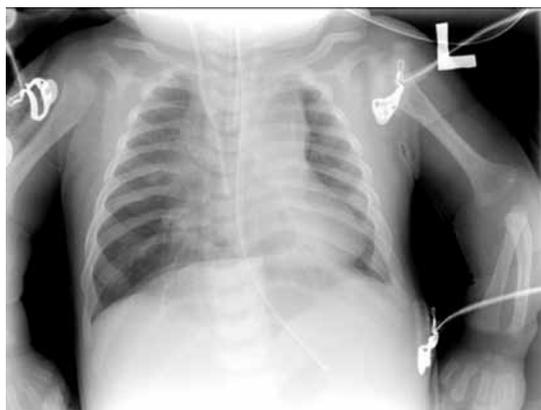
Контрольная обзорная рентгенография органов грудной клетки
